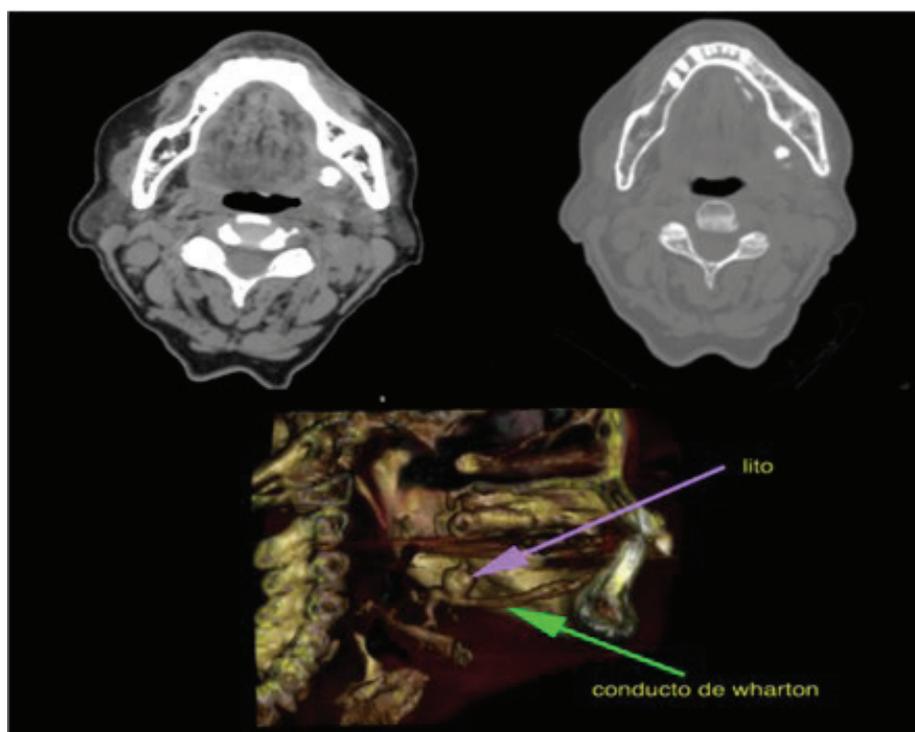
Sialotomografía de paciente femenina de 70 años de edad con sospecha de patología de glándulas salivales. Se observa glándula submaxilar de lado Izquierdo aumentada de volumen, heterogénea con respecto a la contralateral, que mide 2,7x1, 8cm. En la fase simple corte axial, en el espacio submandibular izquierdo, se evidencia imagen hiperdensa ovalada de contornos irregulares bien definida que mide 0,9x0, 8 cm, con índice de atenuación promedio de 255 UH. Posterior a la canalización y administración de contraste se observa dilatación normal del conducto principal de Wharton, de calibre preservado, mide 2,7 mm, de contorno irregular en su porción proximal, sin evidencias de estenosis. El litio se localiza por fuera de conducto principal, que condiciona compresión leve en ese segmento. Se concluye con diagnóstico de sialoadenitis litiasica de glándula submaxilar izquierda y litio en el conducto accesorio de la misma glándula.
